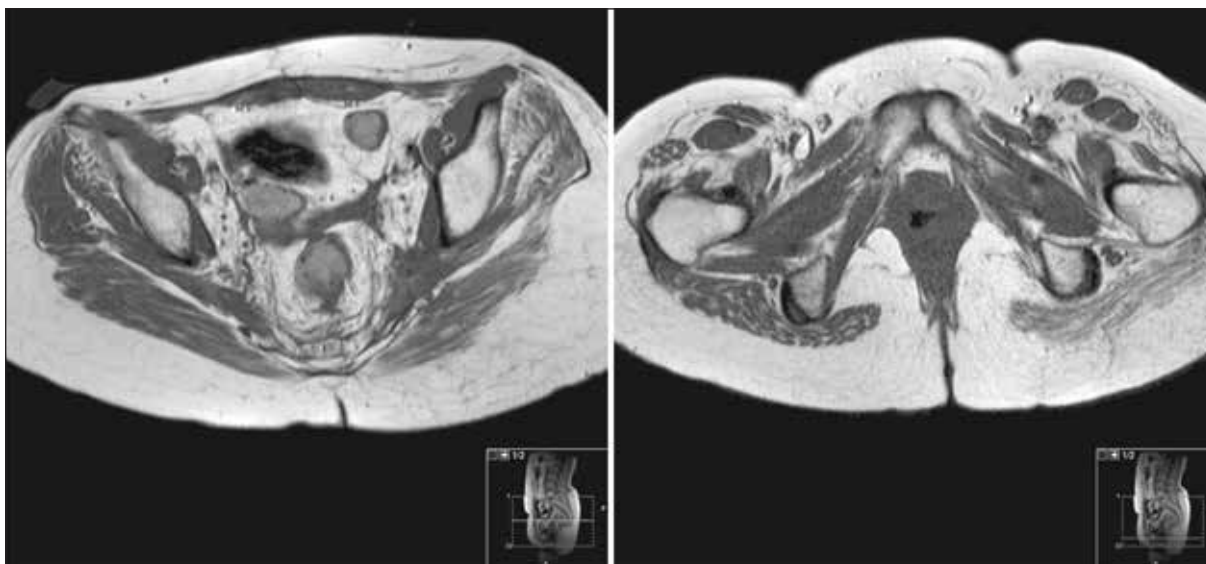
RM novembro de 2012.
